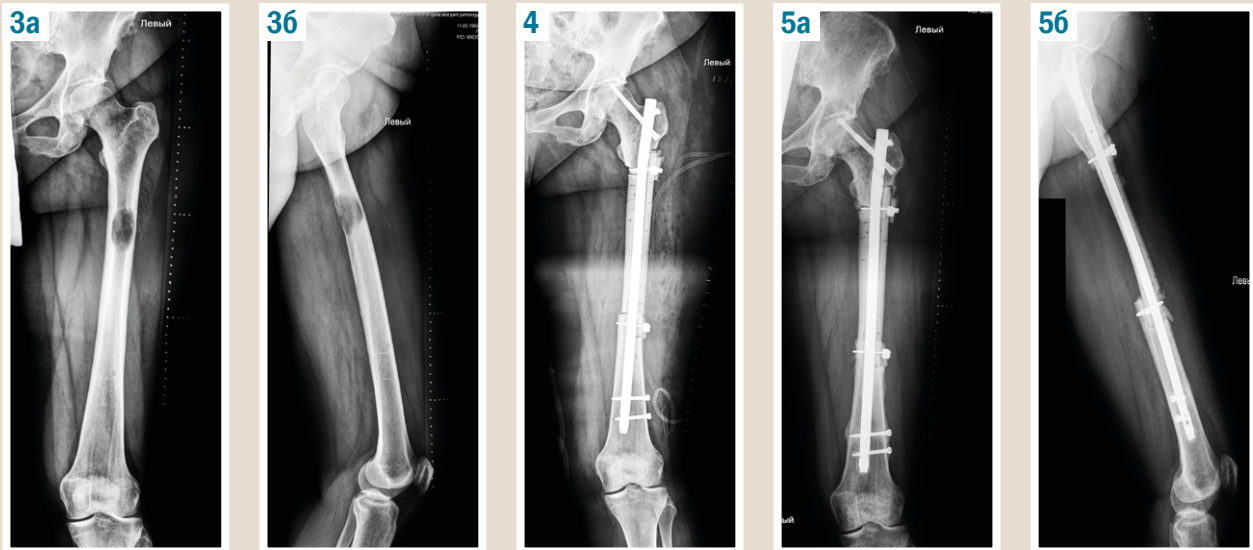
Рентгенограма лівого стегна пацієнтки К., 58 р. – метастатичне ураження діафізу лівої стегнової кістки.
